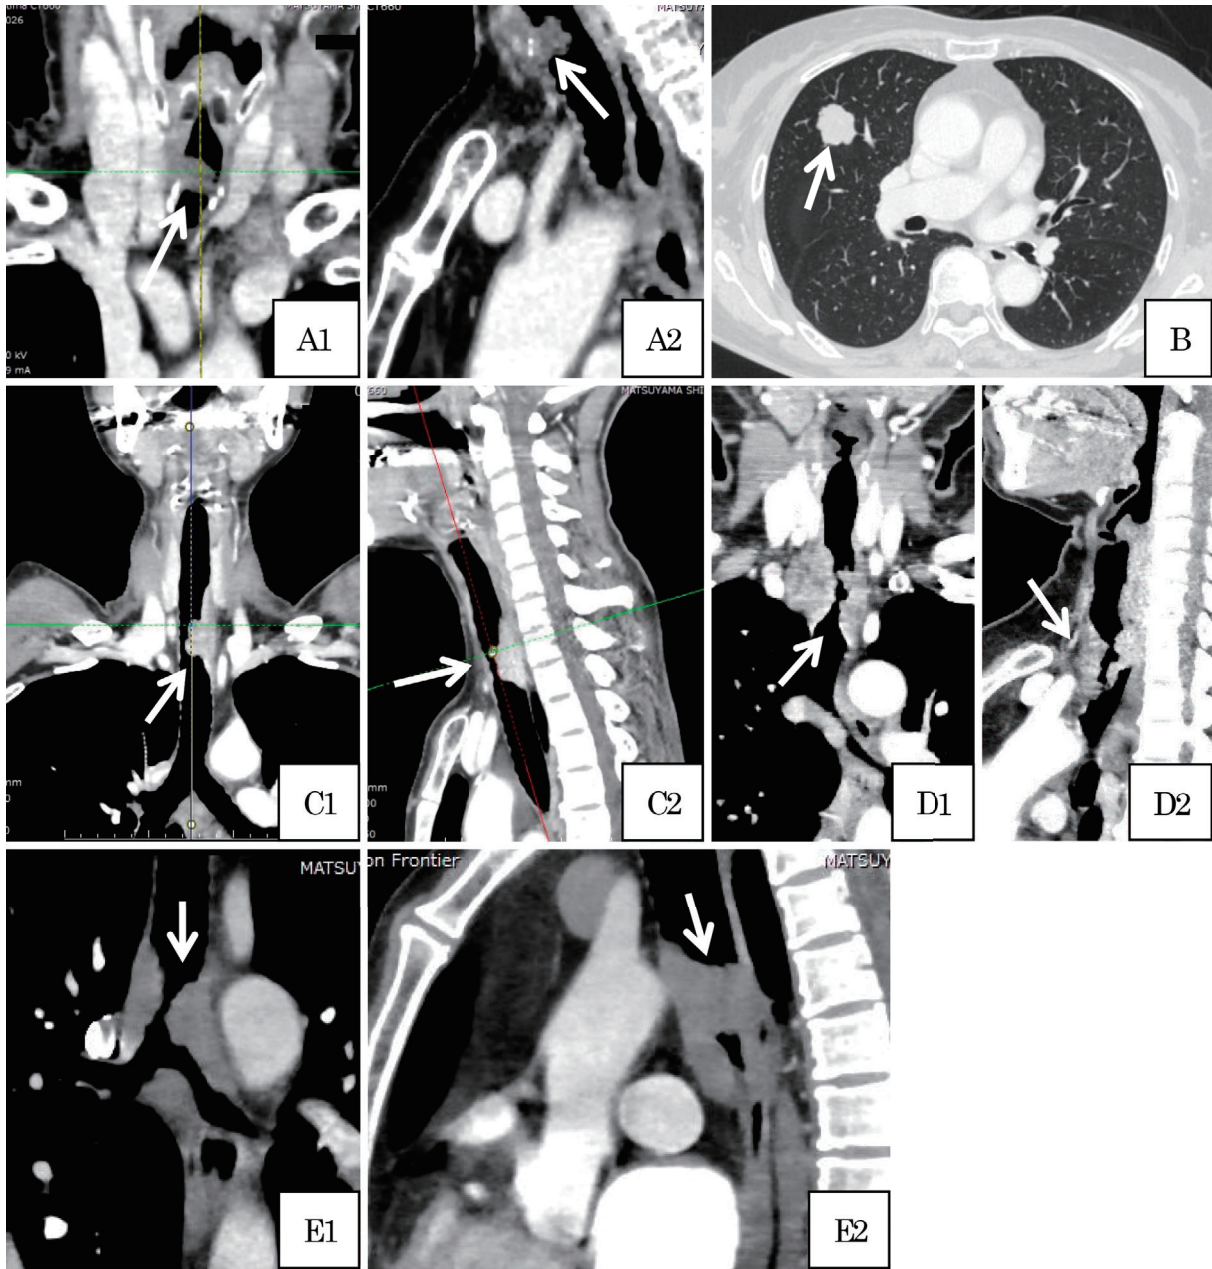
Enhanced CT findings at the first visit. A: Cervical CT showed a 1.3-cm upper tracheal nodule just below the vocal folds (white arrow) in Case 1. B: Chest CT showed a 2.6-cm lung nodule in the right upper lobe in Case 1 (white arrow). C: A 6.0-cm upper tracheal stenosis due to a tumor was detected in Case 2 (white arrow). D: A 6.6-cm upper tracheal stenosis due to a tumor was detected in Case 3 (white arrow). E: Stenosis from the lower trachea to the carina due to a tumor was detected in Case 4 (white arrow).
